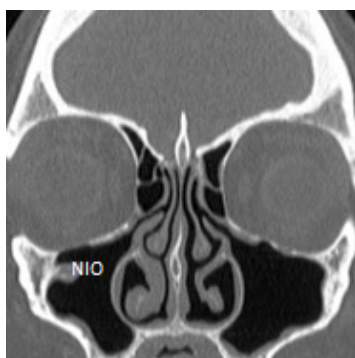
Corte coronal de TC revelando deiscência do nervo infra-orbitário (NIO) à direita (janela óssea).
